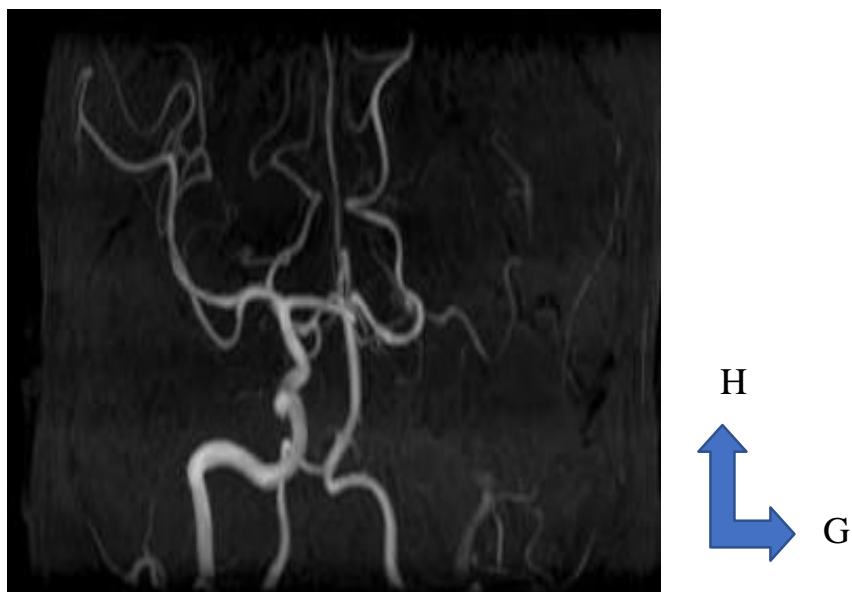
IRM des vaisseaux du coup en séquence TOF objectivant une amputation de la carotide interne gauche.
